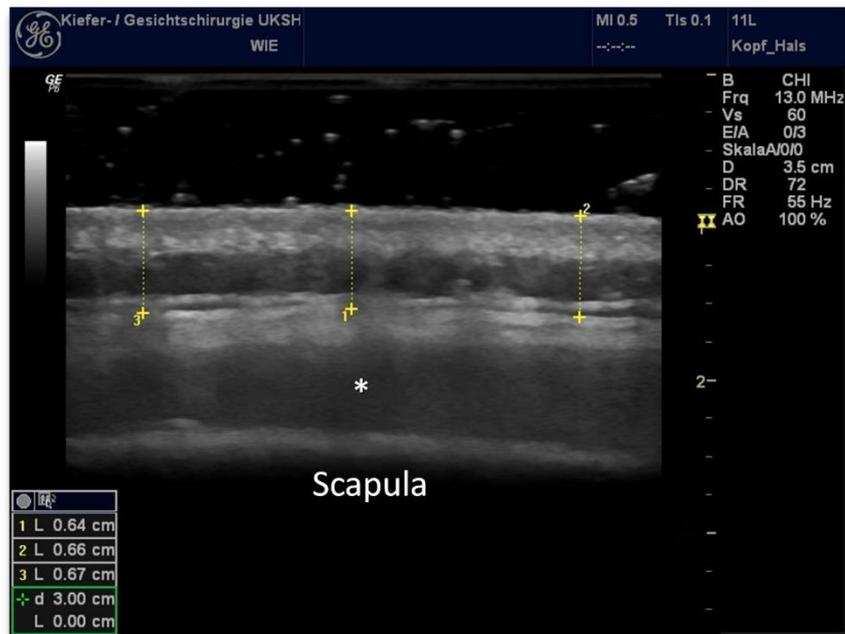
Sonographiebild Skapulatransplantat rechts.
